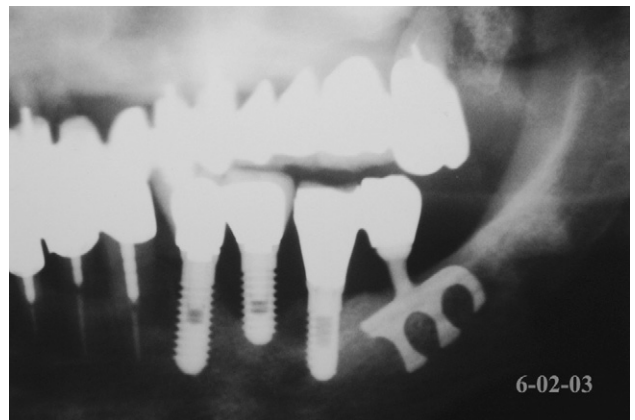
Orthopantomogramme à trois ans et demi : accentuation de la lyse osseuse crestale.
